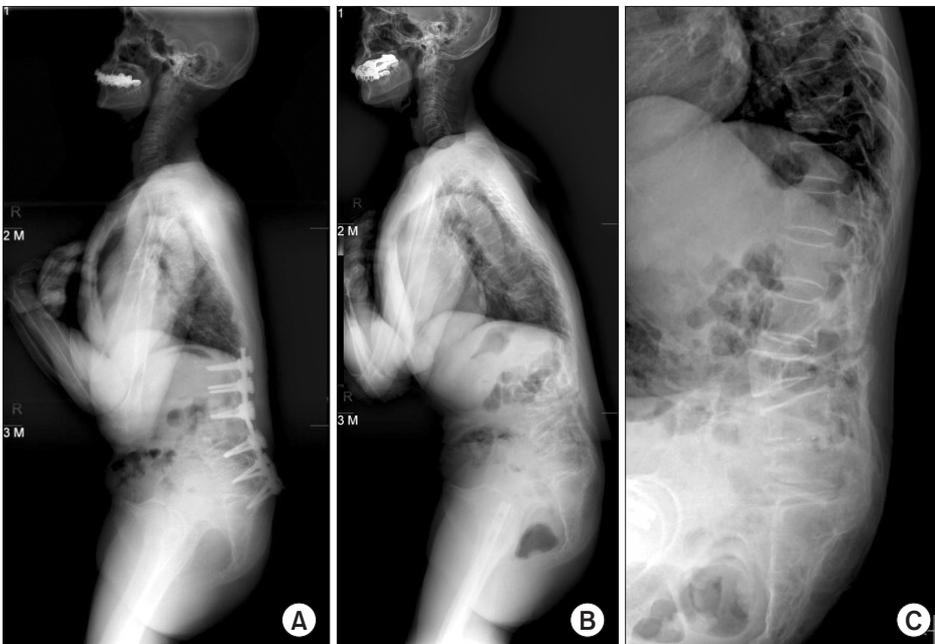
(A) A 59-year-old female who presented with adult spinal deformity underwent osteotomy and posterior instrumentation. Two years later, follow-up X-ray showed rod breakage and the osteotomy site appeared to show union. We decided to the instrument. (B) After the removal surgery, the patient complained of pain and stooping. (C) Postoperative X-ray showed pseudarthrosis and a junctional fracture.
